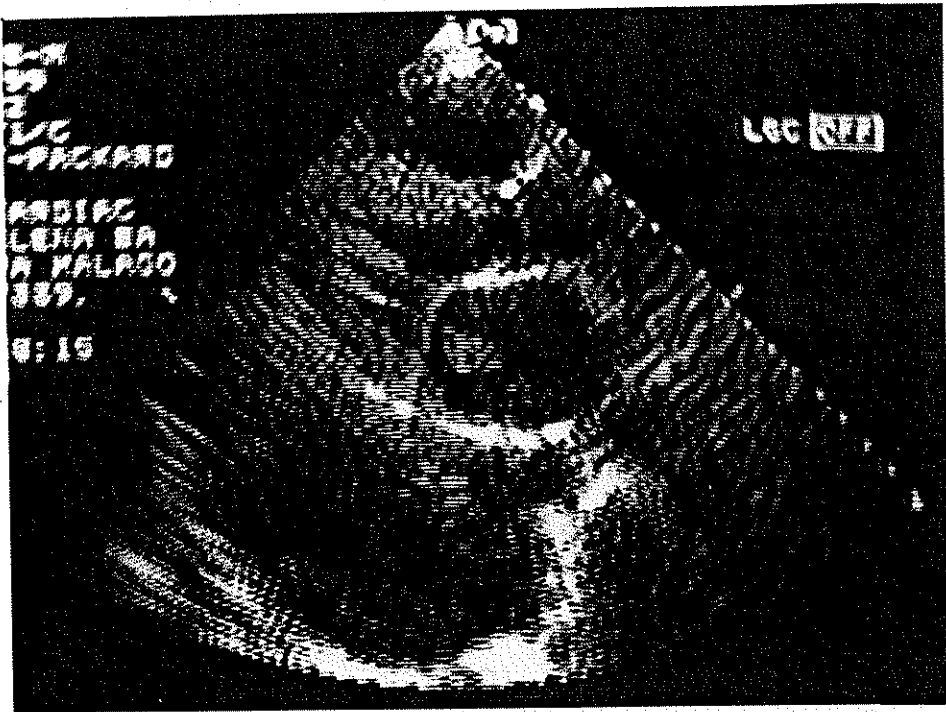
Ecocardiograma transtorácico en plano paraesternal longitudinal en el cual se observa la aurícula izquierda dilatada con un trombo en su interior, las estructuras musculares del ventrículo izquierdo con aumento de la reflectancia. Se observa además importante derrame pleural izquierdo.
